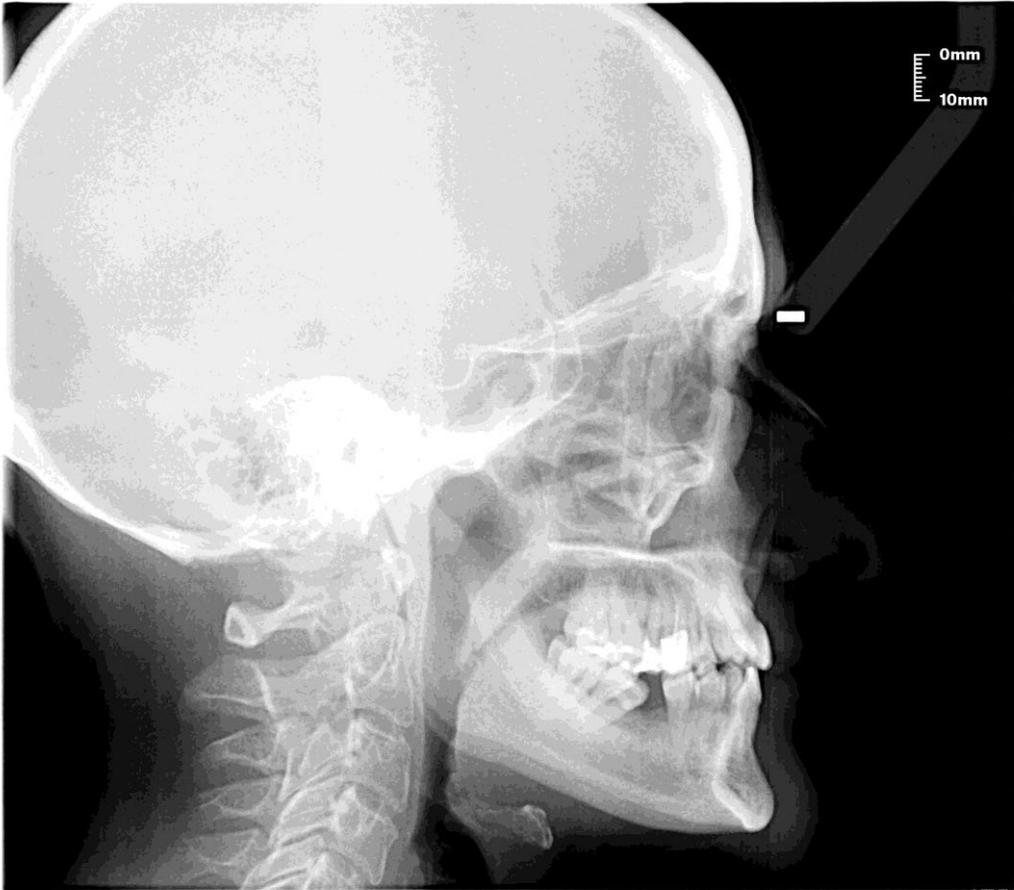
Telerradiografía
